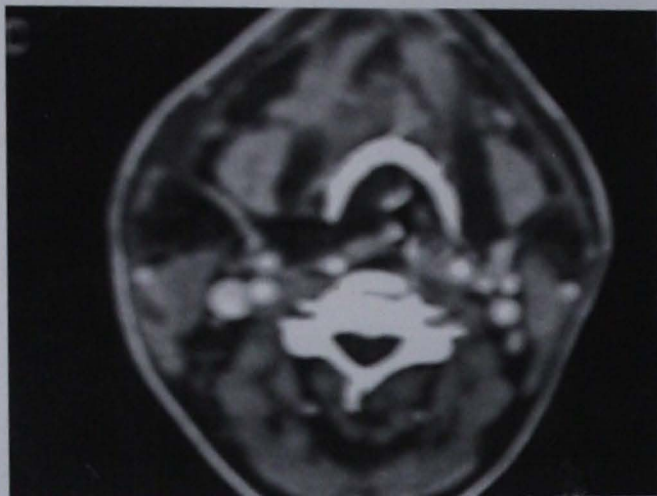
Tomografía axial computarizada contrastada. Se observa afección de los espacios superficiales y profundos del cuello.
